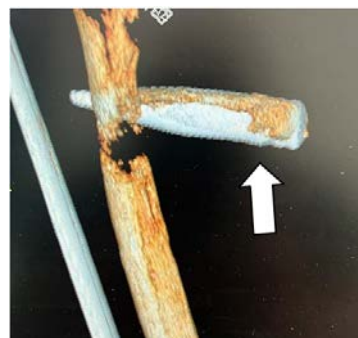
Компьютерная томограмма, 3D-реконструкция, стрелкой указан неразорвавшийся боеприпас
